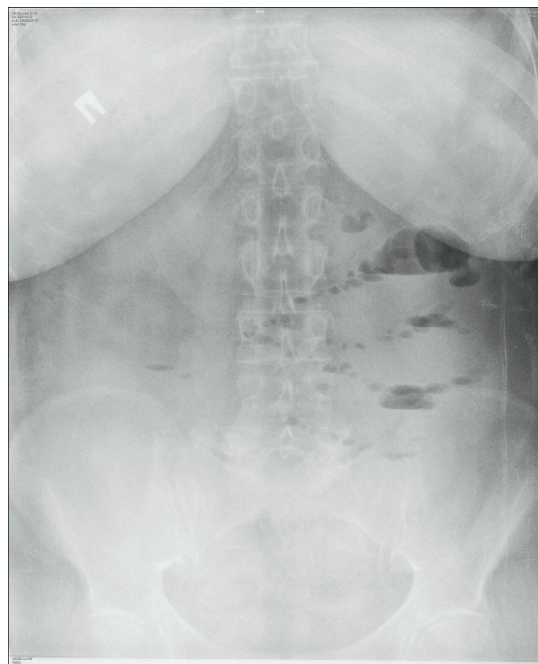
Обзорная рентгенограмма органов брюшной полости в прямой проекции. В проекции желчного пузыря не видно рентгеноконтрастных теней
